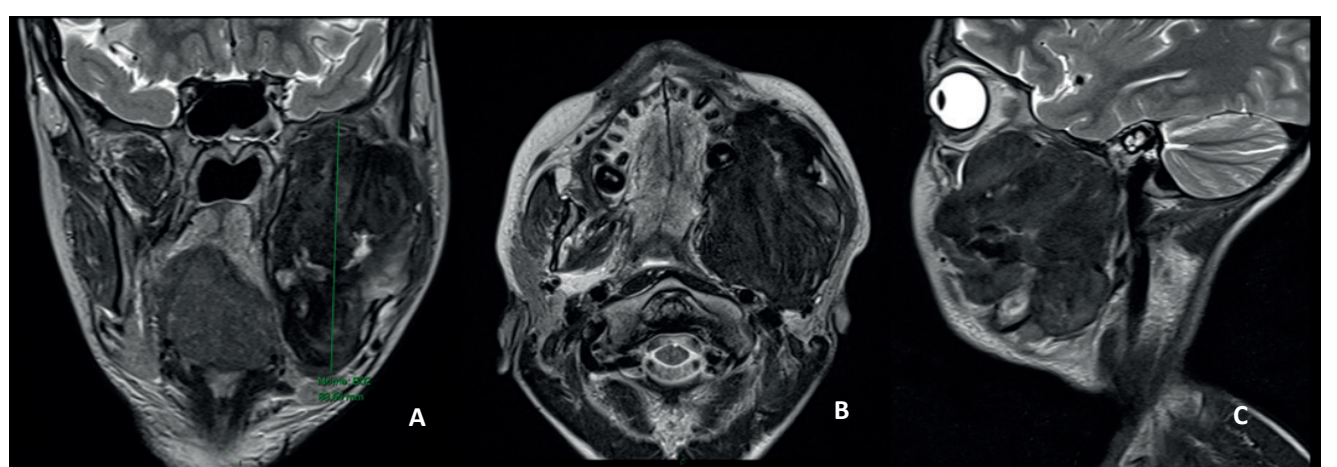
A, B e C - Ressonância Magnética de reavaliação mostrando massa sem restrição a difusão e média 9,3 x 5,0 x 5,6 cm. Abrange a fossa temporal, face interna do arco zigomático e remodela a parede posterior do seio maxilar esquerdo. Ocupa toda a fossa infratemporal, rechaça medialmente o espaço parafaríngeo e posteriormente o espaço vascular sem contato com a artéria carótida. Superiormente é limitada pelos ossos da base de crânio. Apresenta destruição do ramo vertical esquerdo da mandíbula.
